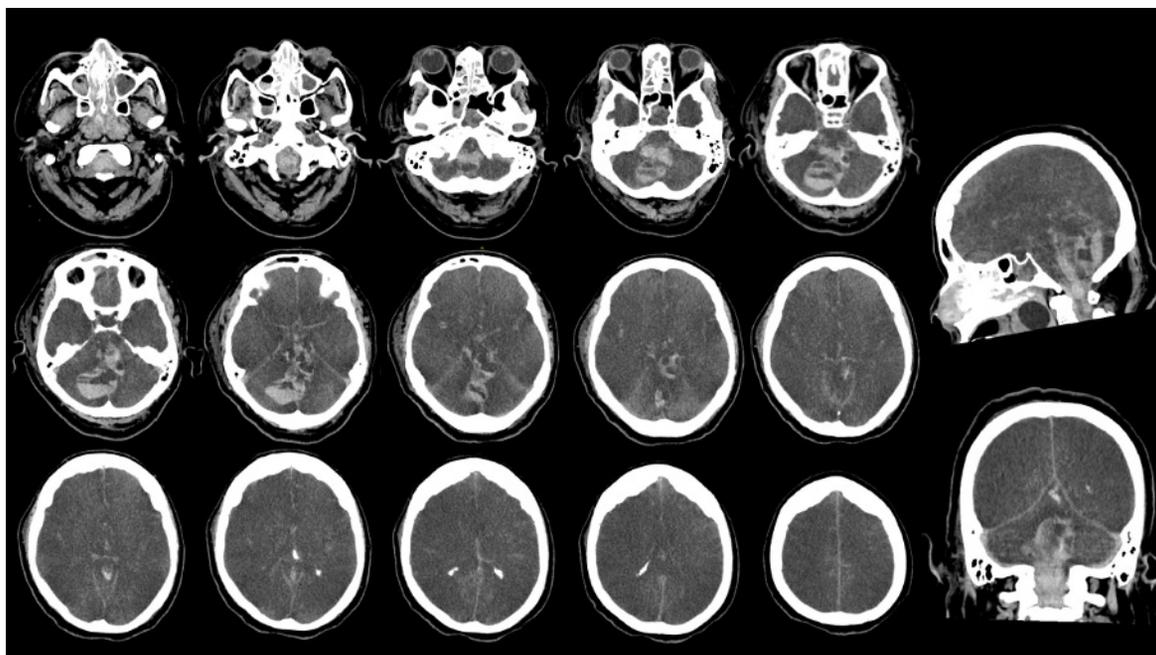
Tomografía de cráneo simple de caso clínico 1, con evidencia de hematoma retrovermiano que se extiende al hemisferio cerebeloso derecho, asociado a hemorragia subaracnoidea en el sistema supra e infratentorial con extensión a la fisura interhemisférica y en los valles silvianos, edema generalizado con obliteración del espacio aracnoideo de la convexidad y de todas las cisternas de la base.
